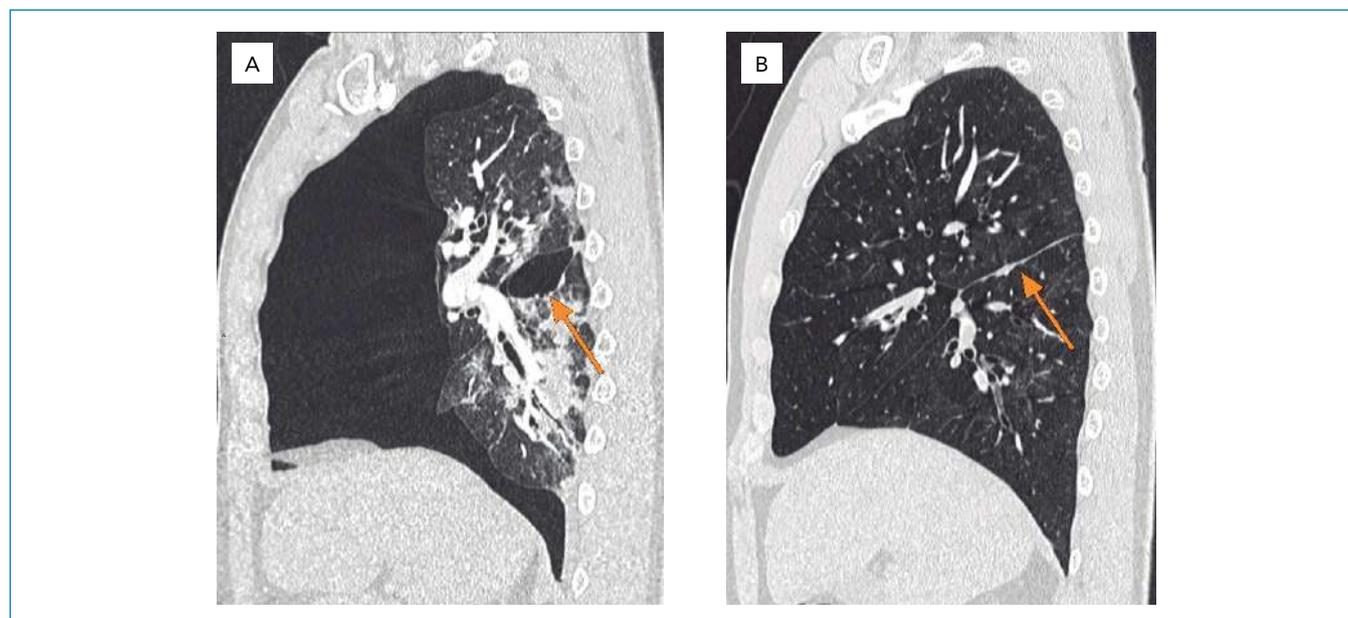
Reformação sagital de tomografia de tórax de A) 08/05/2020 e de B) 21/07/2020. Setas mostrando pneumotórax fissural e resolução do pneumotórax pós drenagem tardia.
